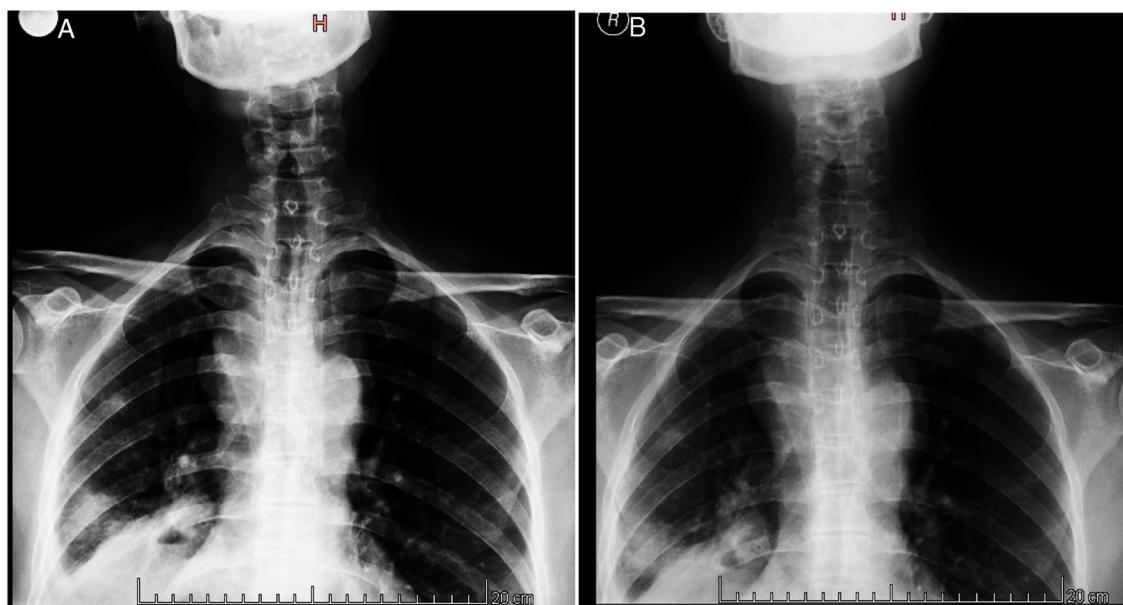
Radiografía de tórax realizada 4 meses antes de la consulta A), y la tomada durante la internación B).
